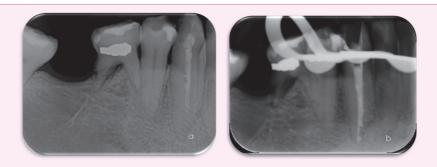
Fracaso del tratamiento de conductos del 4.3 por calcificación del conducto. A. Radiografía periapical del cuarto cuadrante que muestra calcificación apical del diente 4.3. B. Radiografía final del retratamiento, en el cual se consiguió permeabilizar los últimos milímetros calcificados del conducto.
